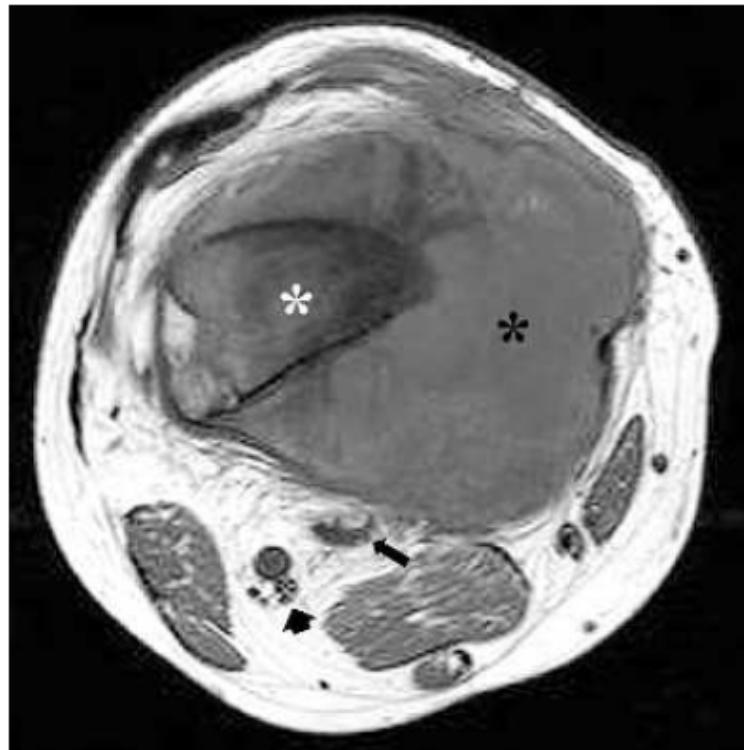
coupe IRM axiale passant à l'étage métaphysaire fémoral, traversant la tumeur présentée dans la figure au dessus (Fig. 130), montrant les rapports de la tumeur en signal intermédiaire (étoile) avec le pédicule fémoral superficiel (longue flèche) ainsi qu'avec les nerfs tibial et péroné commun (courte flèche)
